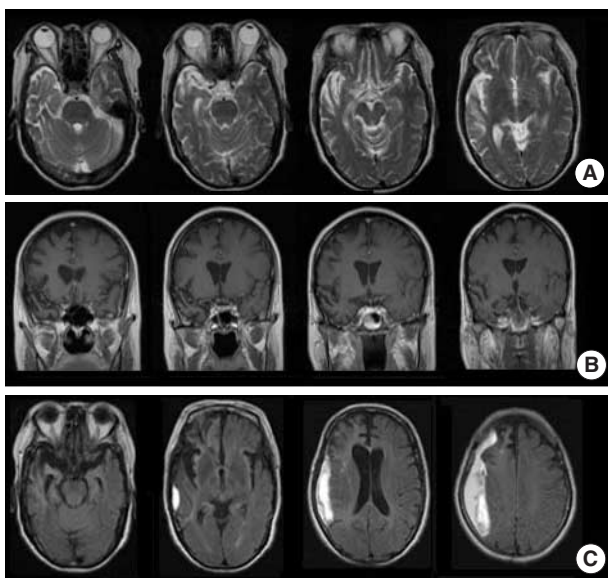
T2-weighted axial images (A) and coronal images (B) show right temporal and frontal atrophy. Four years later, FLAIR axial images (C) disclose severe atrophy of right frontotemporal area with subdural hematoma on the same side.
